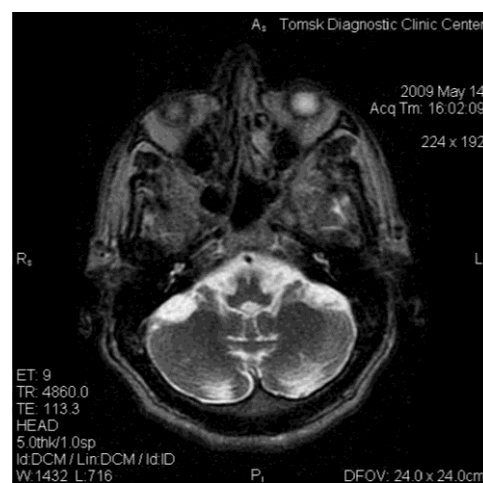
МРТ головного мозга больного Т. Истончены верхние, средние и нижние мозжечковые ножки. Объем червя, полушарий мозжечка заметно не уменьшен. Очаговых изменений в полушариях мозжечка нет
